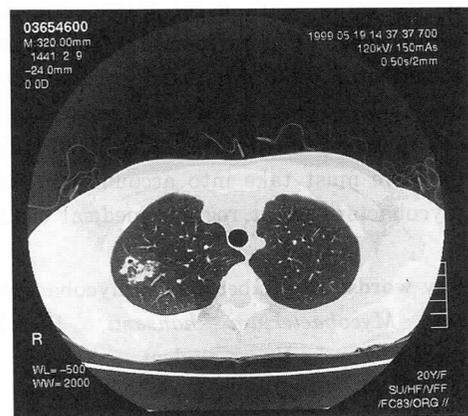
Chest CT showed a small nodule with a cavity abutting multiple nodules in the right S¹.
